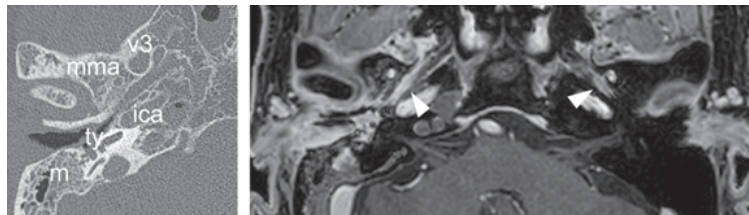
右 OMAAV の CT (左) および MRI (右) 所見。右耳管に沿って中耳に至るまで造影効果を認めた。耳管峡部 (矢尻) は中硬膜動脈 (mma) にほぼ一致する。
